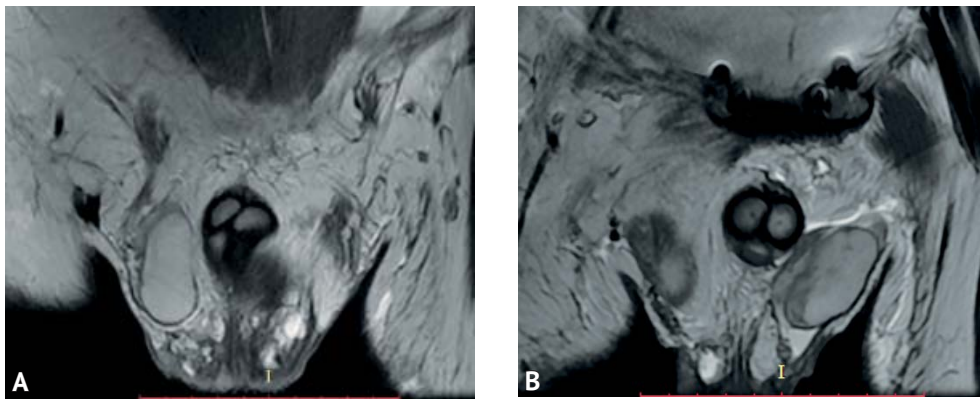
Коронарный срез магнитно-резонансной томографии мошонки с визуализацией правого яичка (A); с визуализацией левого яичка (B)
